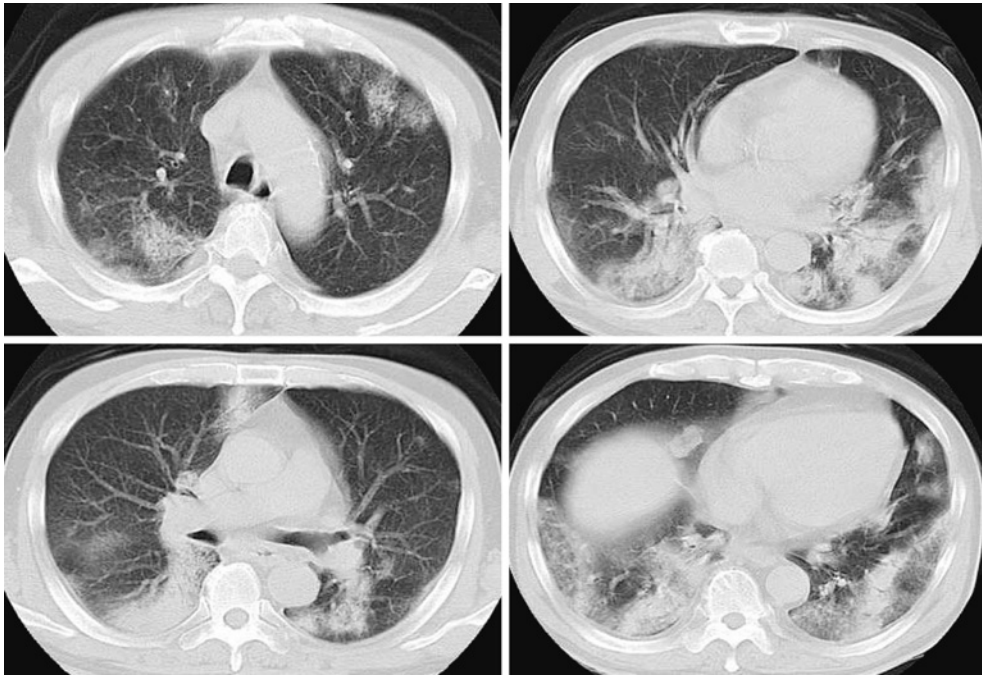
Chest computed tomography (CT) on admission revealed consolidation with air-bronchogram in both lung fields.
